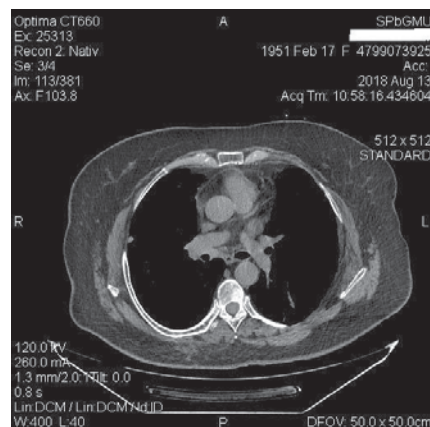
Компьютерная томография. Стабилизация заболевания на фоне лечения. Очаг в правом легком
